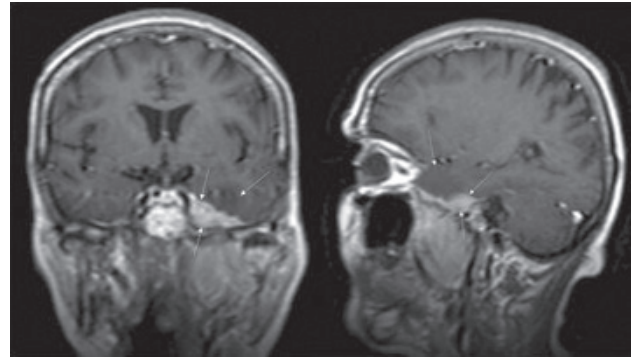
Sırasıyla post kontrast T1A aksiyel, koronal, sagittal MRG’de tüm dural yüzeylerde difüz kalınlaşma ve kontrastlanma izlenmektedir. Dural kalınlaşma sağ frontal bölgede nodüler kitle formundadır. Ayrıca dural infiltrasyonun etmoid ve sfenoid sinüslere uzanımı izlenmektedir (oklar).
